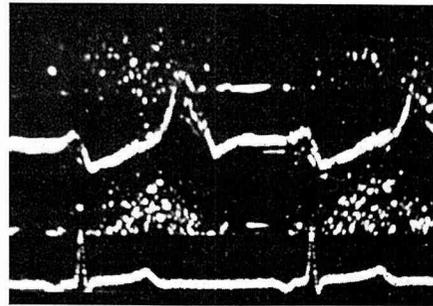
Postoperative echocardiogram (May, 1974)
